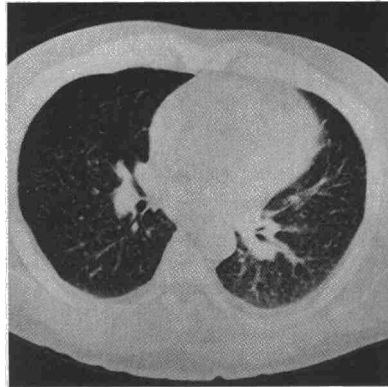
TAC torácica. Patrón nodular difuso.
